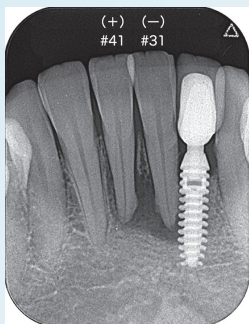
根管充填から2年後のデンタルX線写真。透過像は消失し、腫脹、疼痛もなくなった。「1」は現在も生活反応があり機能している。動揺度もなくなり、固定もしていない
